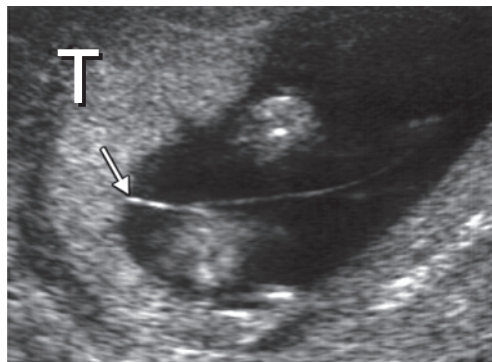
Ultrassonografia: gestação gemelar monocoriônica (sinal do T) sem extensão do trofoblasto para dentro da membrana intergemelar.
